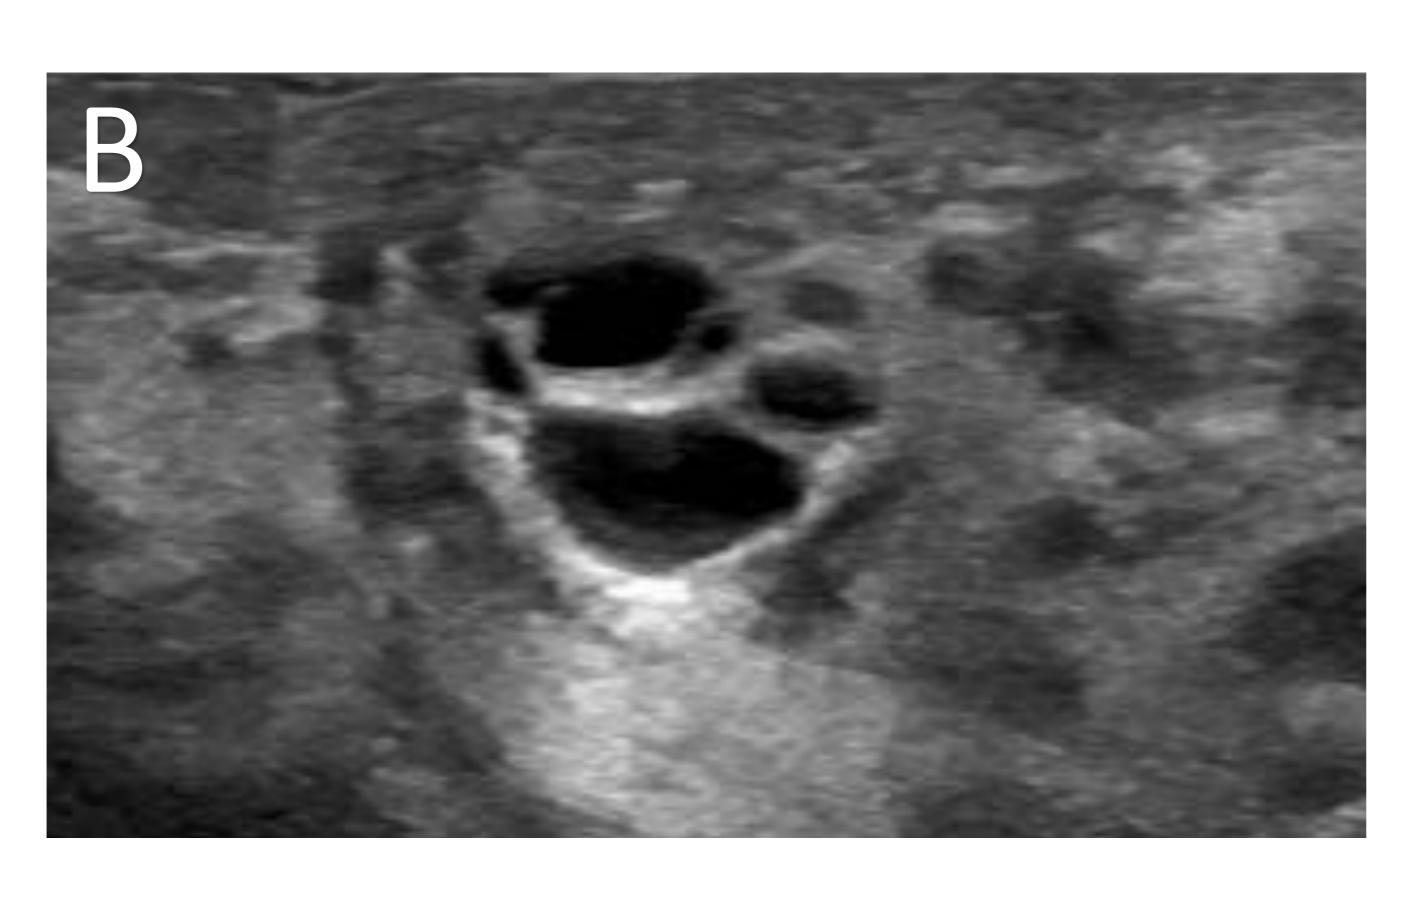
Ecografía mamaria de dos pacientes distintos. A) Se muestra un nódulo anecoico, de márgenes circunscritos y con refuerzo posterior, compatible con un quiste simple. B) Se muestran quistes con las características previamente descritas, en este caso agrupados.
